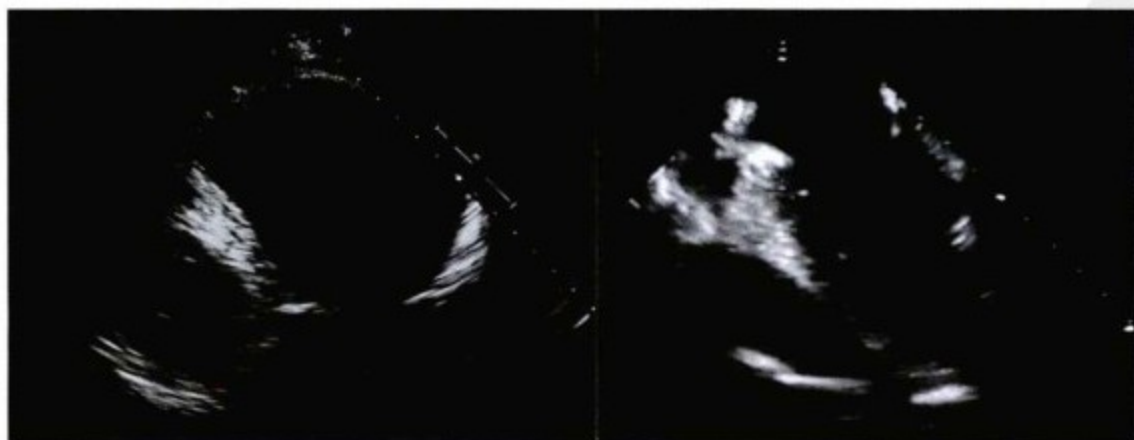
左图,经胸超声心动图可以显示巨大心包囊肿与前胸壁相连,并可见囊壁薄,其内含有液体。右图,经食管超声心动图(另一位患者)显示液性填充的囊肿前壁与左心室相邻。在该处及其他位置未发现厚壁囊肿或心包组织。因为囊肿与胸壁不相邻,故经胸超声心动图显示不清。
